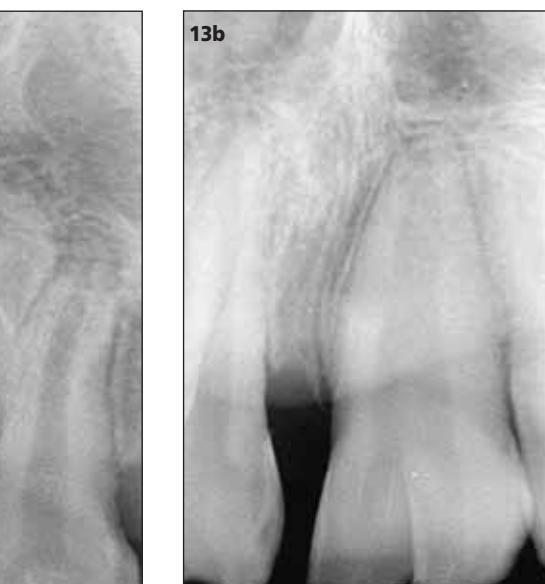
Röntgenfoto na zes maanden, ongestoorde wortelvorming.
